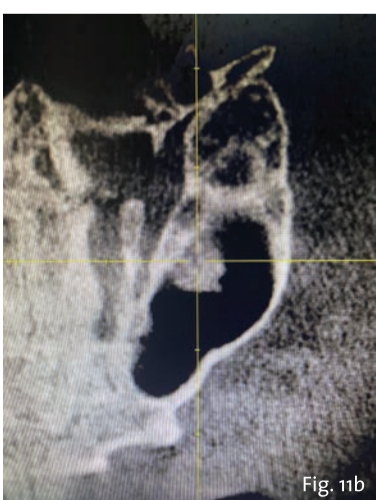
CBCT post operatoria che evidenzia l'incremento osseo.
